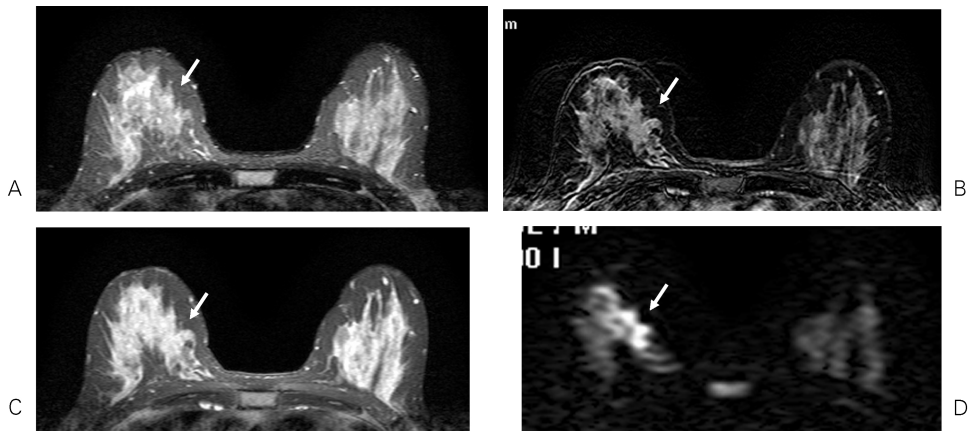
A case of breast cancer detected only by DWI.
